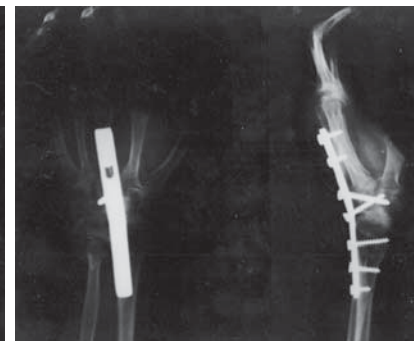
Рентгенограма ПЗС після операції артродезування.
